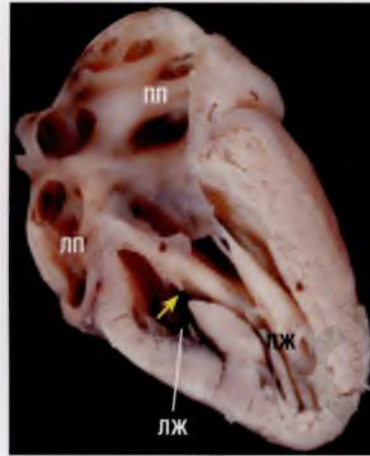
При синдроме гипоплазии левых отделов сердца левый желудочек (ЛЖ) может иметь разные размеры в зависимости от степени проходимости митрального клапана. (А) На данной эхокардиограмме отмечаются атрезия митрального клапана и отсутствие полости левого желудочка. Левое предсердие (ЛП) меньше правого предсердия (ПП). (Б) На анатомическом препарате сердца виден рудиментарный левый желудочек, представляющий собой небольшую щель. (В) В двухмерном режиме видны небольшие полости левого предсердия и левого желудочка (при ЦДК кровотока поток через митральный клапан отсутствует). Обратите внимание, что заслонка клапана овального окна визуализируется со стороны правого предсердия из-за шунтирования крови слева направо. (Г) На анатомическом препарате сердца, ориентированном соответственно эхокардиограмме, виден гипоплазированный левый желудочек с гипертрофированными стенками, верхушка сердца образована правым желудочком (ПЖ). Межпредсердная перегородка утолщена, интактна и выбухает в сторону правого предсердия. ▶
